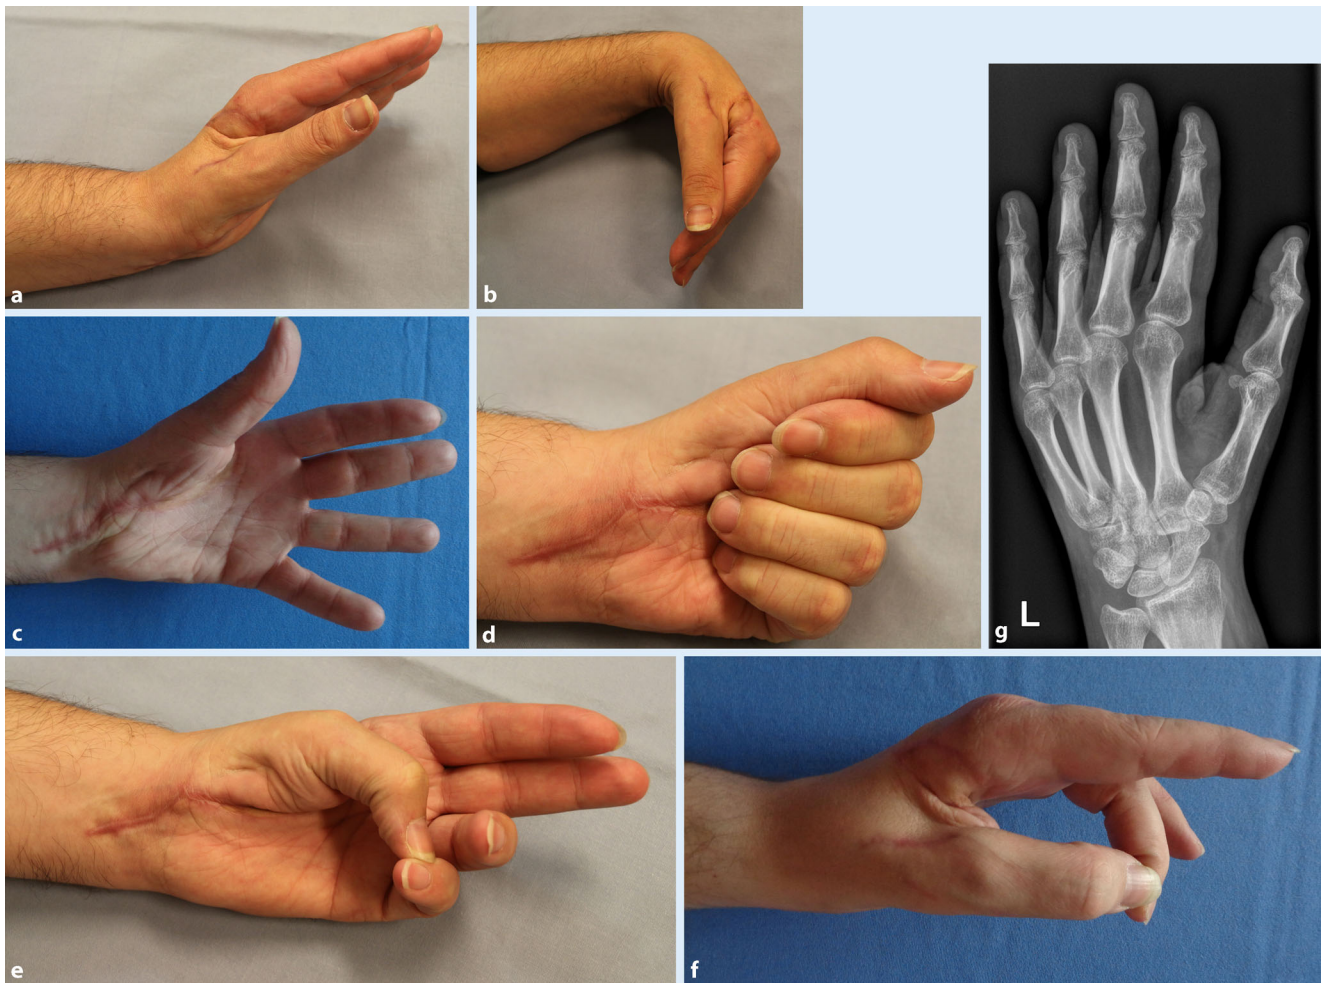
▲ a–f Funktionsaufnahmen der linken Hand 6 Mo. postop; g dazugehöriges Röntgen
